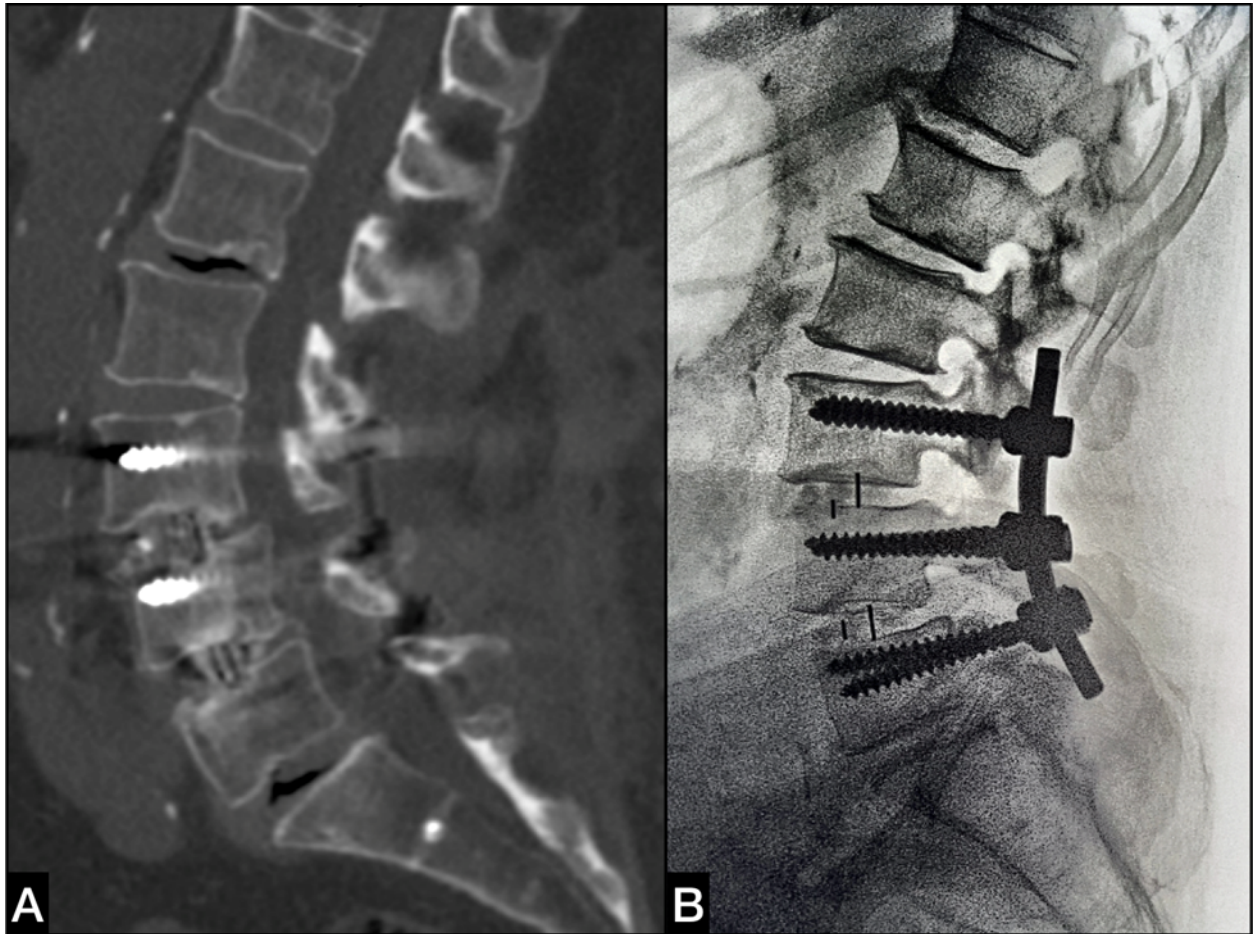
КТ (А) и спондилография (В) пациента 76 лет через 7 месяцев после спондилодеза на уровне L_{III}-L_V с сохраняющимся болевым синдромом. На фоне сформированного костного блока и нормального сагиттального профиля определяется признаки выраженной дегенерации в сегментах L_I-L_{II} и L_{IV}-S_I с вакуум феноменом в дисках.
